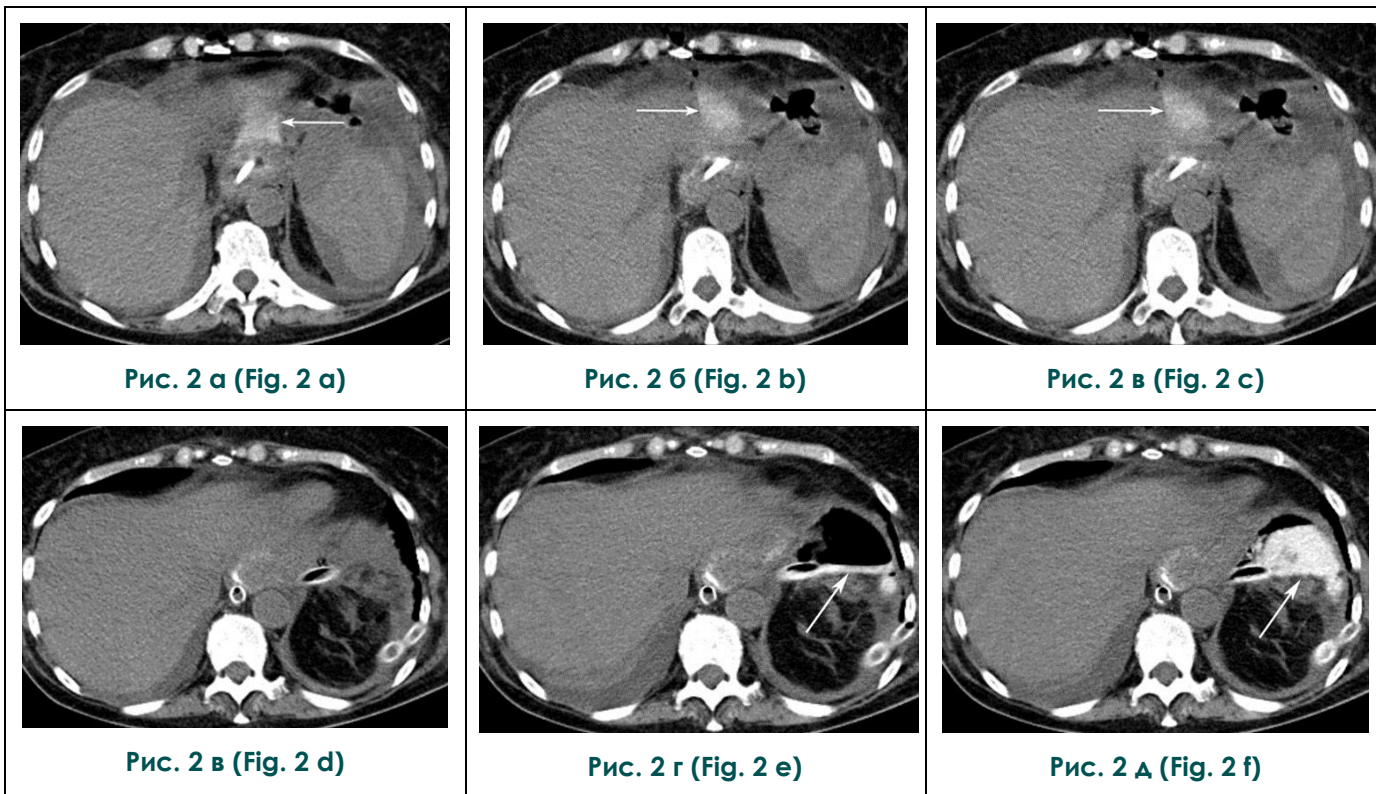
КТ-картина несостоятельности швов пищеводно-тонкокишечного анастомоза, аксиальная плоскость.
